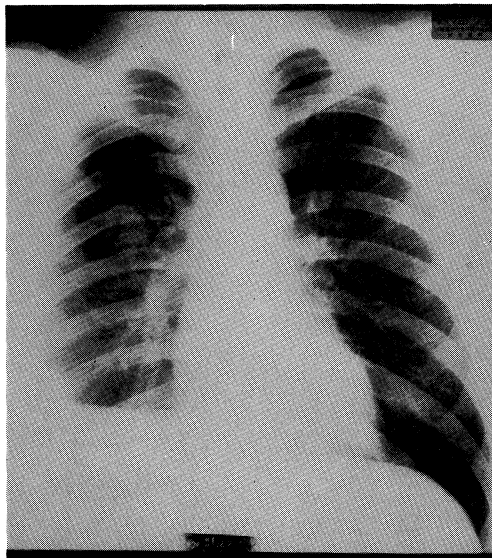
Chest X-ray film on August 1, showing increasing of the tumor size in spite of antituberculous chemotherapy.
